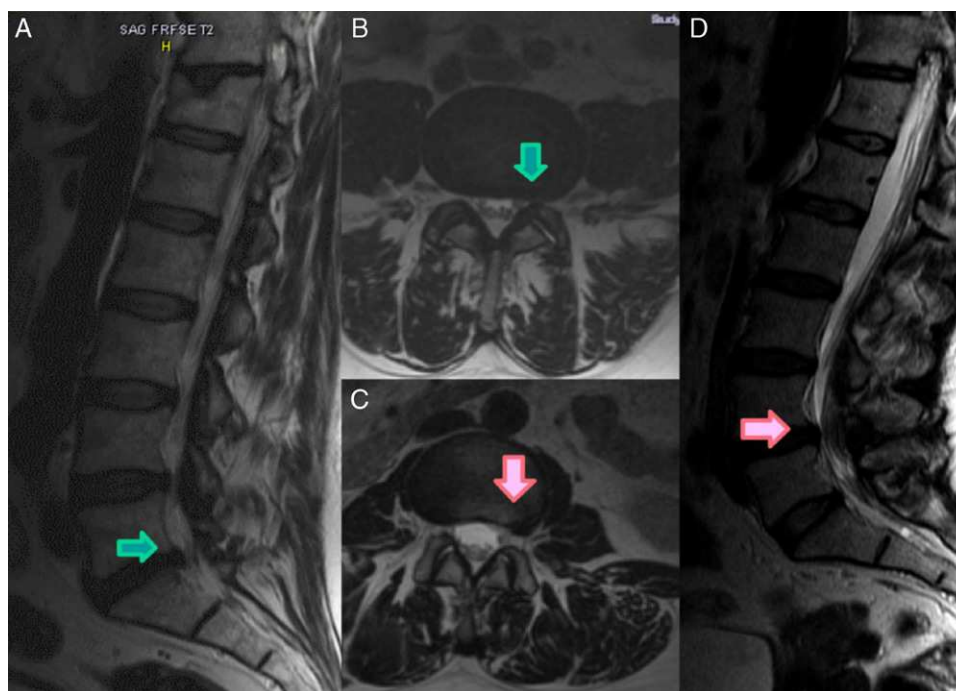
Resonancia magnética. Protrusión foraminal izquierda (flechas). A y D) Imagen sagital ponderada en T2. B y C) Imagen axial ponderada en T2.
